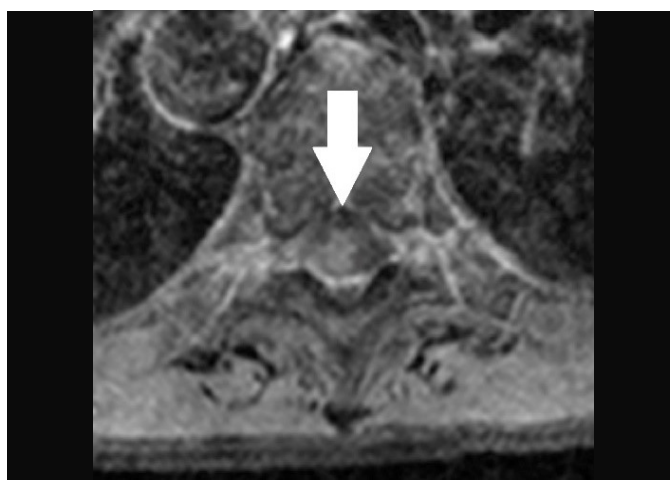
RM no corte axial na sequência T1 FAT SAT com contraste demonstrando formações císticas no canal central sem realce pelo contraste e comprimindo medula espinhal que apresenta mielomalácia (setas brancas).
